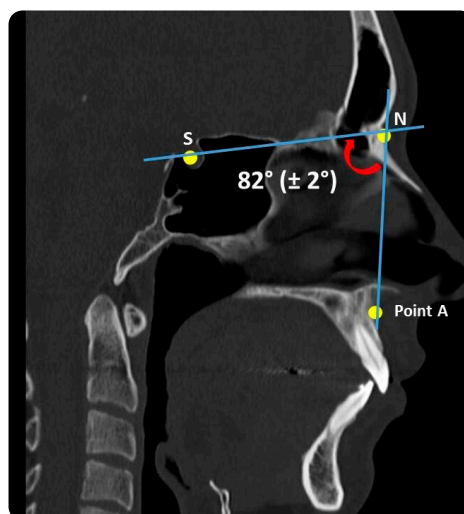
TC facial en reconstrucción sagital que demuestra el ángulo silla-nasion punto A (S-N/A) (Steiner).
